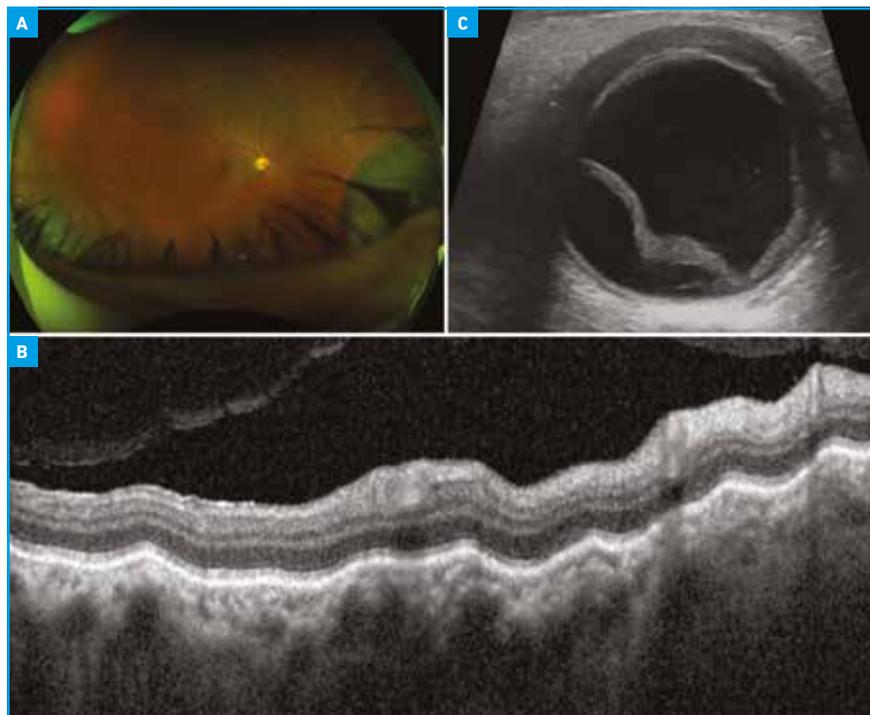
Un homme de 70 ans consulte pour un œil rouge et douloureux 2 semaines après l'initiation de zolédronate par voie intraveineuse pour une ostéoporose. L'examen clinique montre une sclérite antérieure associée à des plis choroïdiens et un décollement choroïdien au fond d'œil (A). L'OCT objective des plis choroïdiens (B). L'échographie oculaire objective le décollement choroïdien et l'épaississement scléral compatible avec une sclérite postérieure (C). Le tableau clinique et la chronologie des symptômes sont en faveur d'une sclérite antéropostérieure induite par les biphosphonates.
